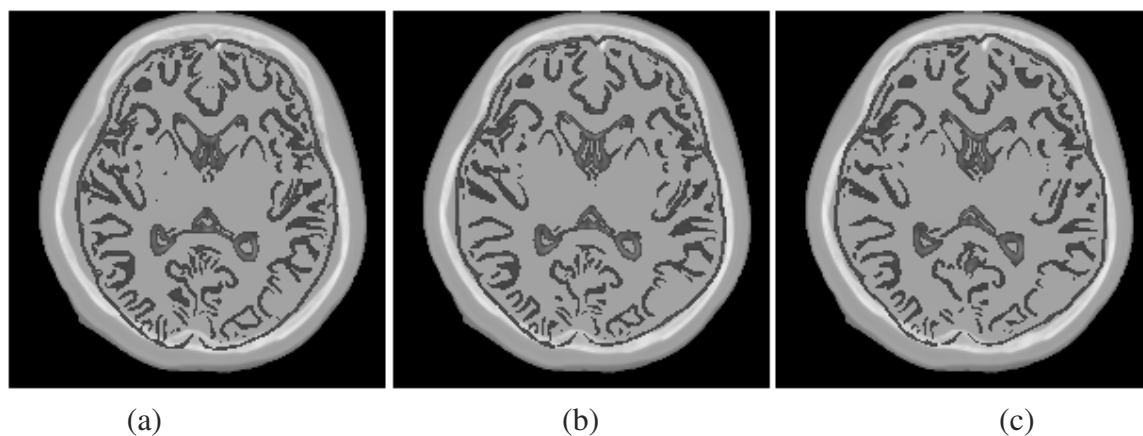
MRI到CT非刚体配准前和配准后的轮廓线对比图；其中 (a) 是刚体配准后；(b) 是利用20mm间隙的FFDs控制网格配准后；(c) 是在 (b) 配准结果基础上进一步利用10mm间隙的FFDs控制网格配准后的对比图。
